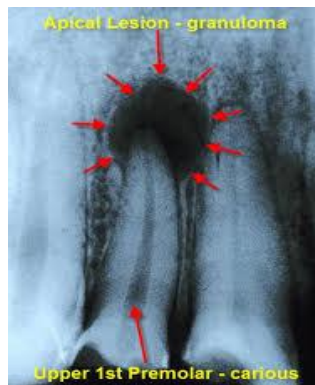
Abses Periapikal. (sumber: Langland OE, Langlais RP, Preece JW. Radiologic diagnosis of periapical disease. In: principles of dental imaging. Second Edition. Philadelphia, Pennsylvania. USA: Lippincott Williams & Willcins; 2002. Hal 414
